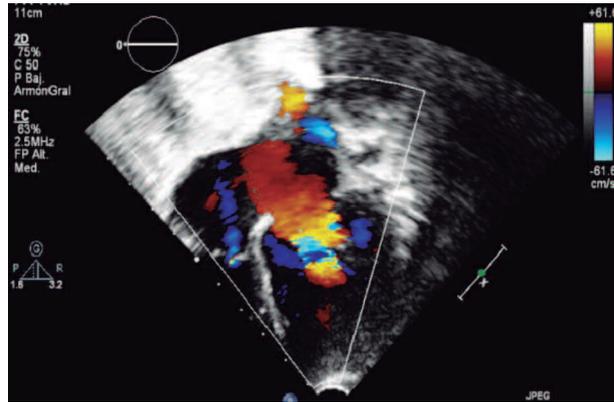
Ecocardiograma: situs solitus, levocardia y levoapex, concordancia AV, IM moderada-severa, dilatación de cavidades izquierdas, VI globuloso con movimiento asíncrono.
